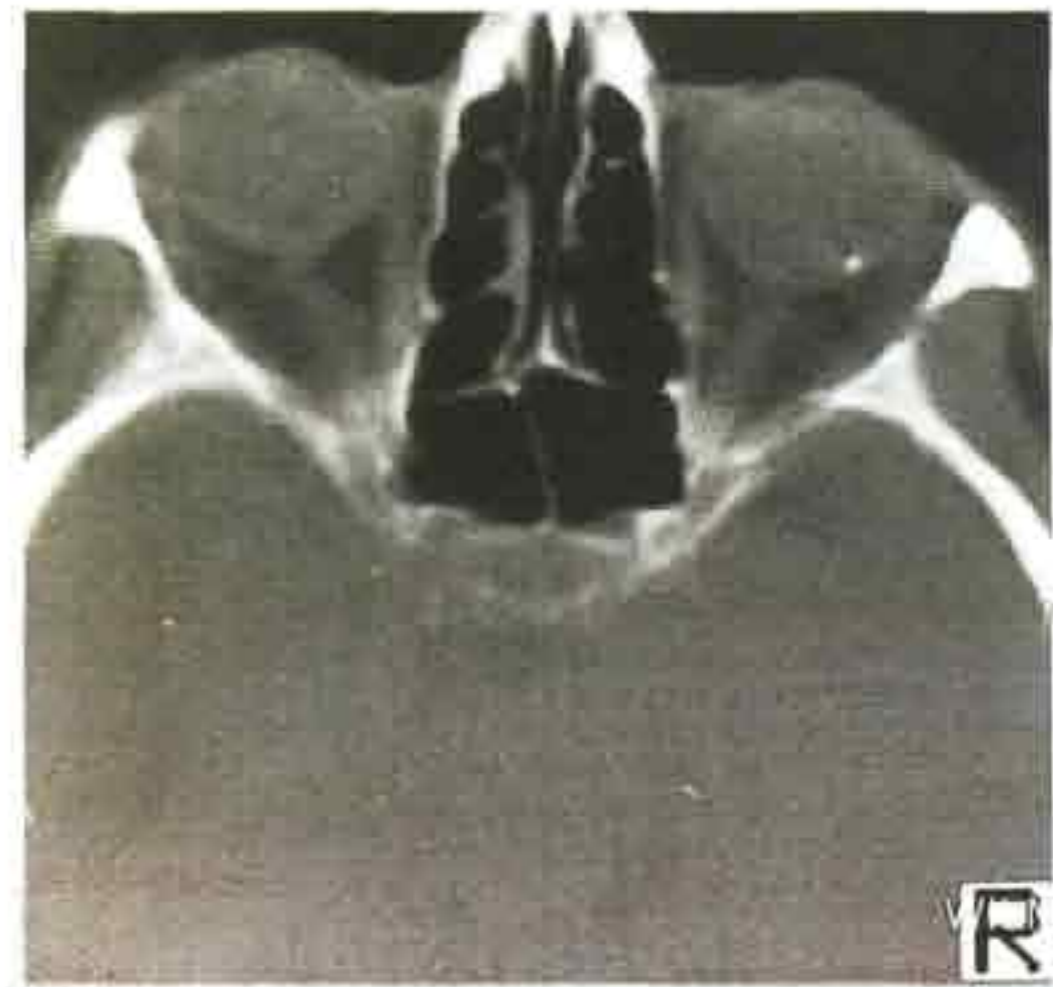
Аксиальная проекция КТ: интраокулярное инородное тело слева (предоставлено Wilmer Institute)
